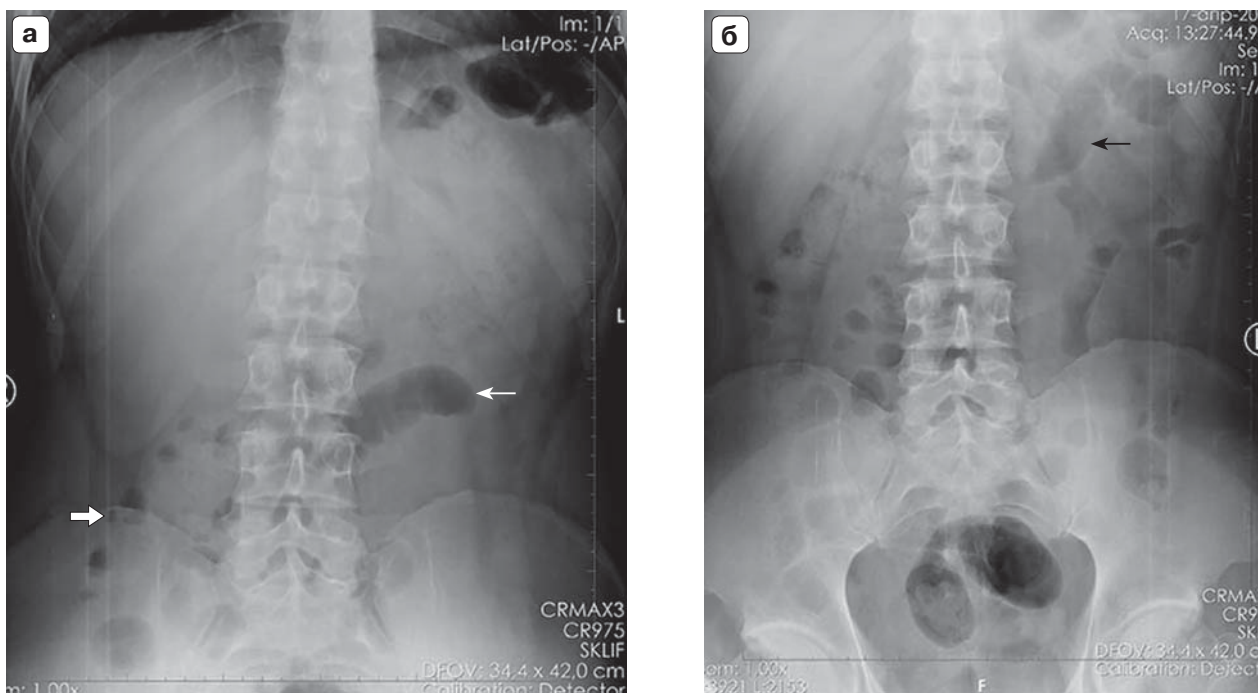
Обзорная рентгенограмма брюшной полости. а – в вертикальном положении; б – в горизонтальном положении. Минимальные функциональные изменения ЖКТ на воспалительный процесс в БП при парааппендикулярном абсцессе. Газ в единичной петле тонкой кишки без горизонтального уровня (тонкая белая стрелка), равномерное расширение просвета тонкой кишки до 2,0 см (черная стрелка), небольшое количество газа и единичные уровни жидкости в гаустрах восходящего отдела ободочной кишки (толстая белая стрелка).
